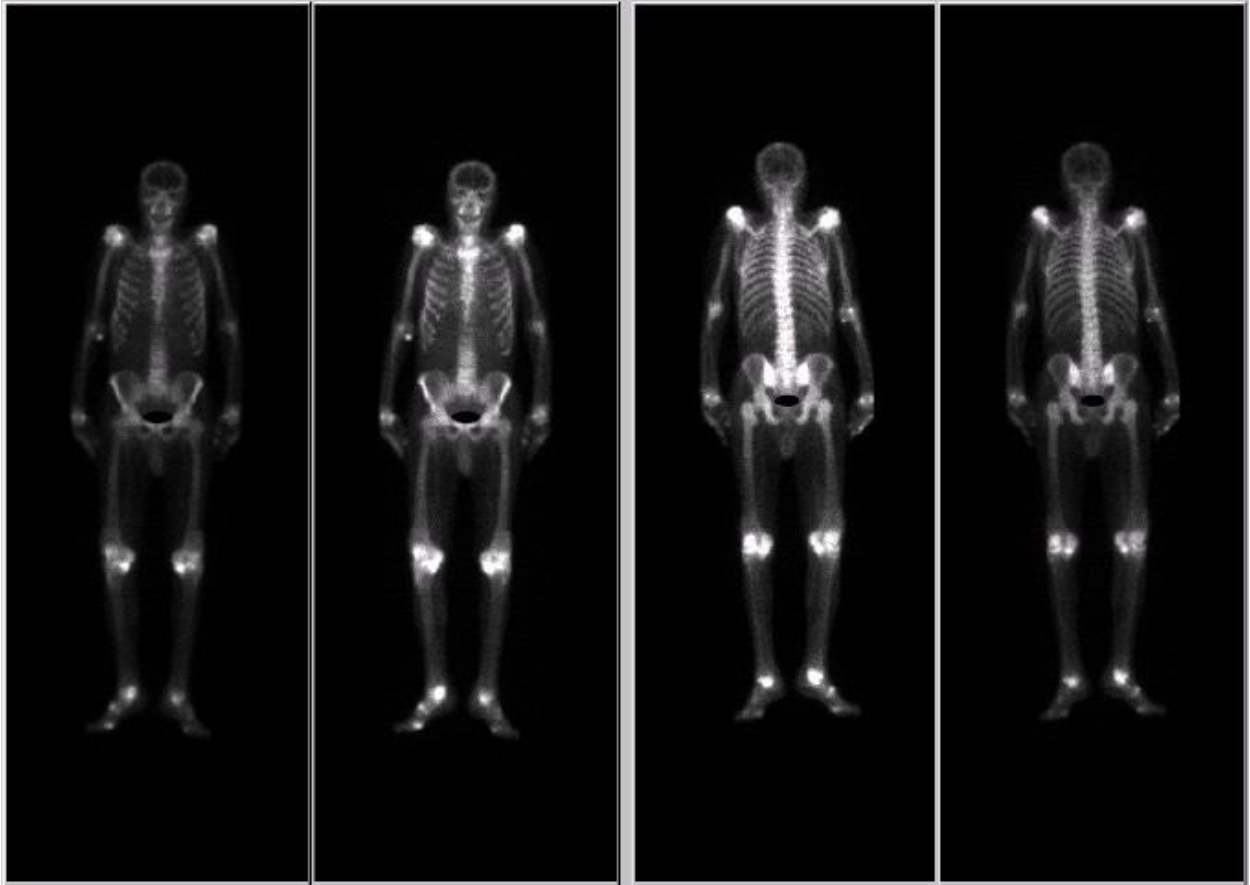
scintigraphie osseuse du squelette entier montrant des hyperfixations diffuses intenses et symétriques des articulations périphériques sauf au niveau des hanches, du rachis et les structures péri-articulaires, avec une adduction des deux têtes humérales réalisant l'aspect « d'une luxation bilatérale des épaules ».
